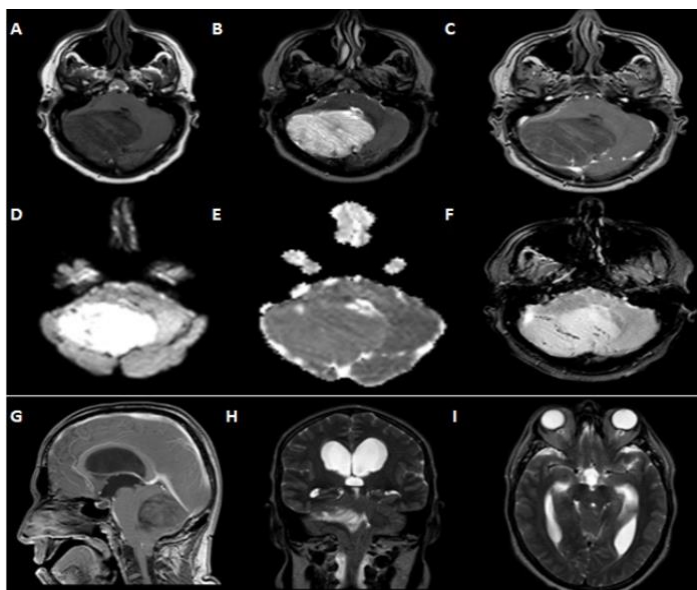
IMÁGENES CONVENCIONALES DE RESONANCIA MAGNÉTICA.
